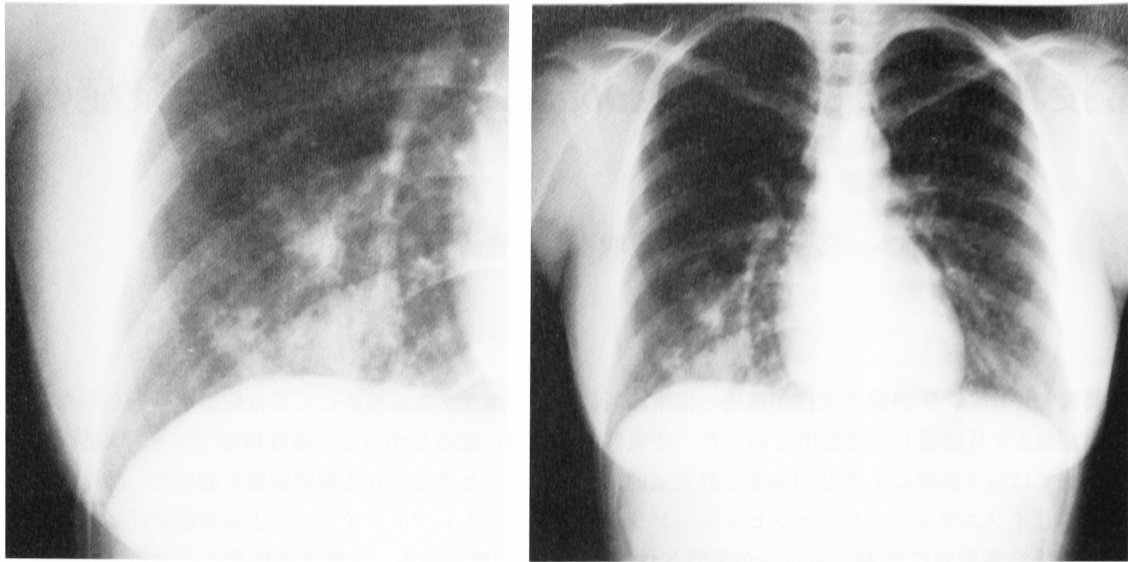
Chest radiograph on admission showed abnormal scattered consolidation at the right lower lung field.
